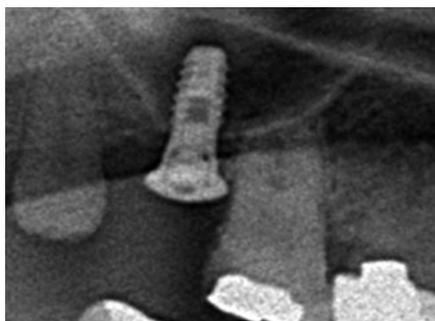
オステオブッシャー(プラトンジャパン)によるクレスタルアプローチを行ったが、術後のX線像で骨補填材の流出が認められた。その後、上顎洞炎の症状もなく経過したが、リカバリーが必要となる。
